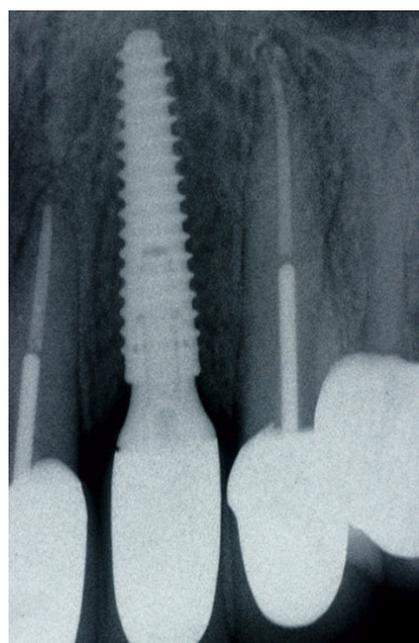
Рентгеновский снимок через 1 год после фиксации коронки.
